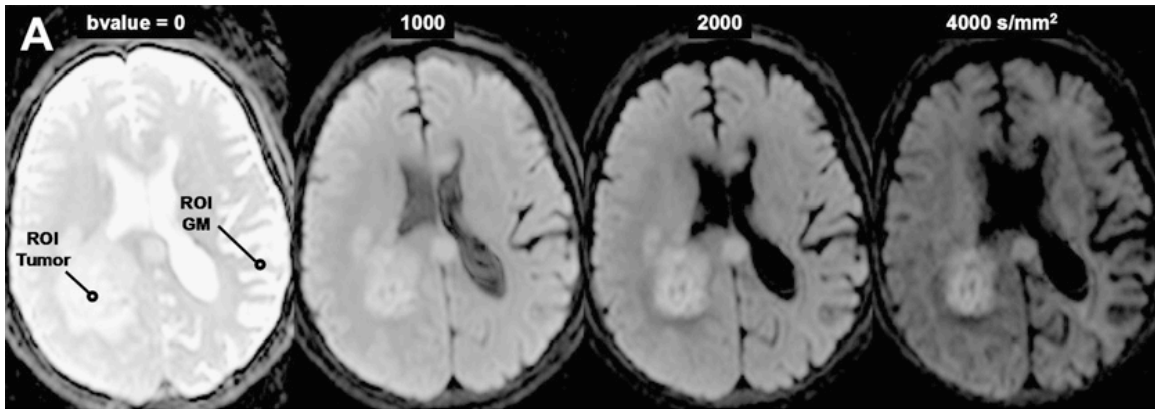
Contraste de la difusión con un valor alto de b en un paciente de 61 años con GBM. (A) DWI del cerebro con realizada típicamente con valores de $b = 0, 1000 \text{ s/mm}^2$, aunque la conspicuidad de la densidad celular central del tumor incrementa con valores de b altos. ROI, región de interés. (B) el tejido tiene propiedades de decaimiento multiexponencial de la difusión, como es evidente en la curvatura de \log (señal) contra el valor de b , que puede ajustarse con una función bi-exponencial para producir los coeficientes de la difusión rápida $D1$, y la difusión lenta $D2$, y una fracción relativa del componente de difusión rápida f . (C) El alargamiento exponencial es una forma alternativa funcional para ajustar el decaimiento multiexponencial, donde DDC es el coeficiente de difusión distribuida y un valor más bajo indica mayor heterogeneidad de las contribuciones de la difusión en la curva. Ambos, el ajuste bi-exponencial y el alargamiento exponencial indican que hay una mayor propagación en los valores de difusión en la sustancia gris relativa tumoral y la sustancia gris normal para este paciente.
